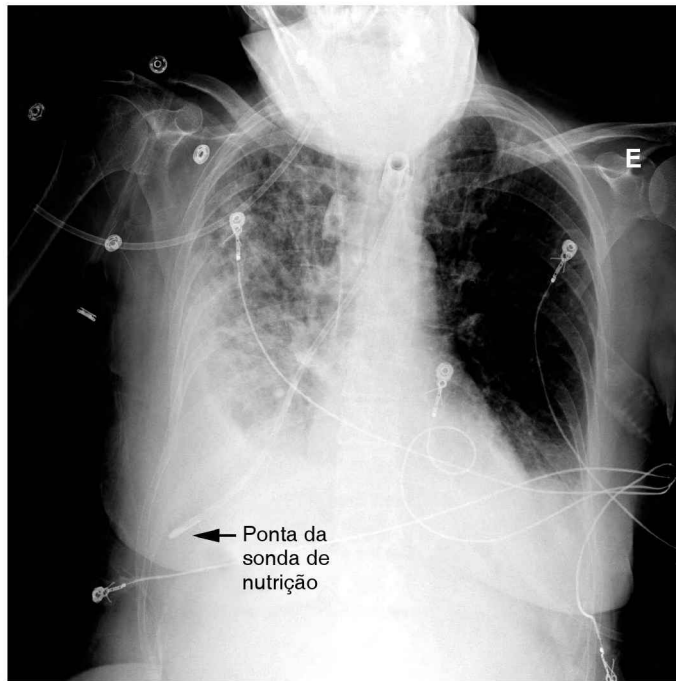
Radiografia torácica de rotina após a inserção de uma sonda de nutrição. Ver explicação no texto. Imagem com realce digital.
